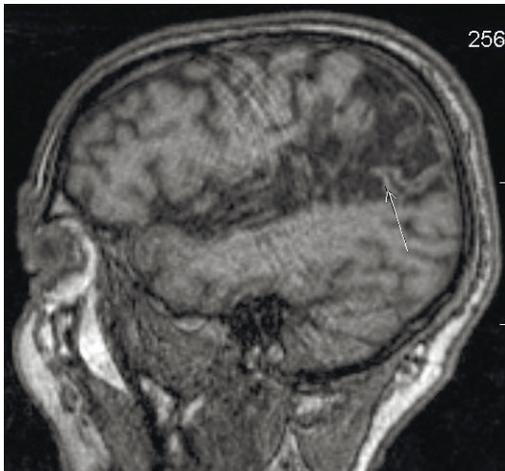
Рисунок 3В. МРТ головного мозга (режим T1, сагиттальная проекция): в проекции верхней височной извилины с переходом на теменную долю определяется обширная зона постинфарктных изменений (стрелка на срезе МРТ).
